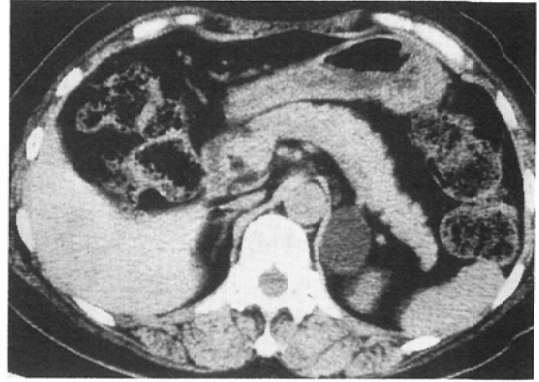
58-year-old woman with nonhyperfunctioning adenoma. Noncontrast CT scan shows left low-attenuated adrenal mass (-20 HU), 4.0cm in size.
